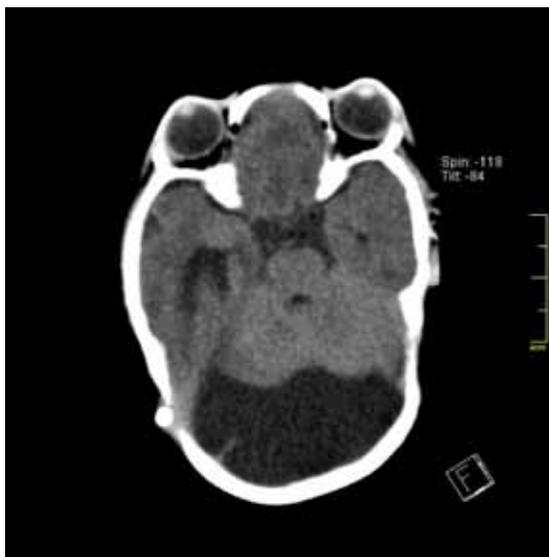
Tomografía axial computada al mes de vida. Se observa el hipertelorismo y el encefalocele frontonasal.
